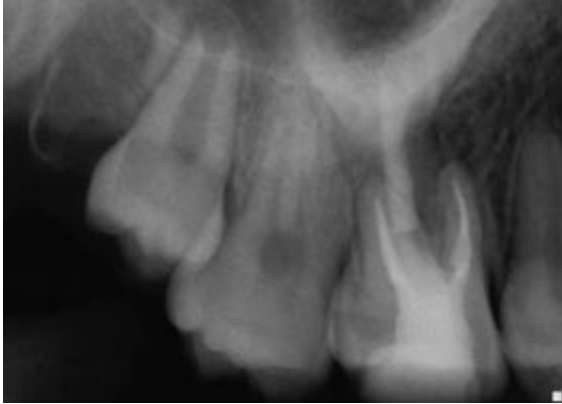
une radiographie préopératoire de la 1ère M a révélé que quatre canaux ont été traités et que les canaux radiculaires de tous les canaux sont à environ 1 à 2 mm de l'apex radiographique. [42]
